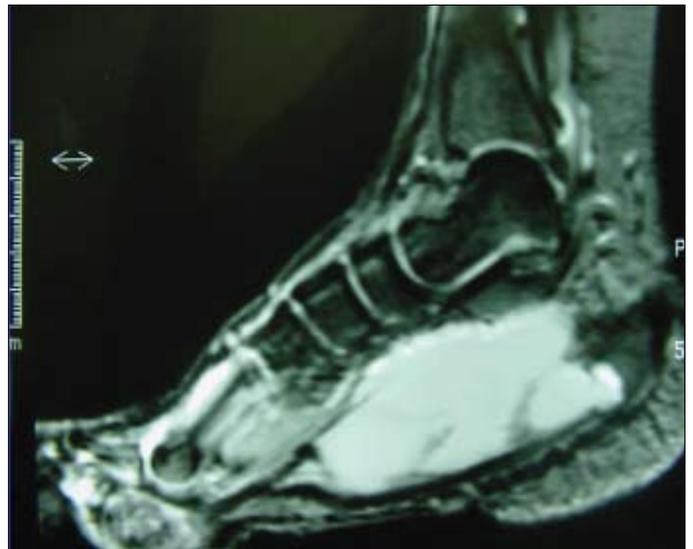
Ressonância magnética ponderada em T2 mostrando massa volumosa com hipersinal na topografia do túnel do tarso.
